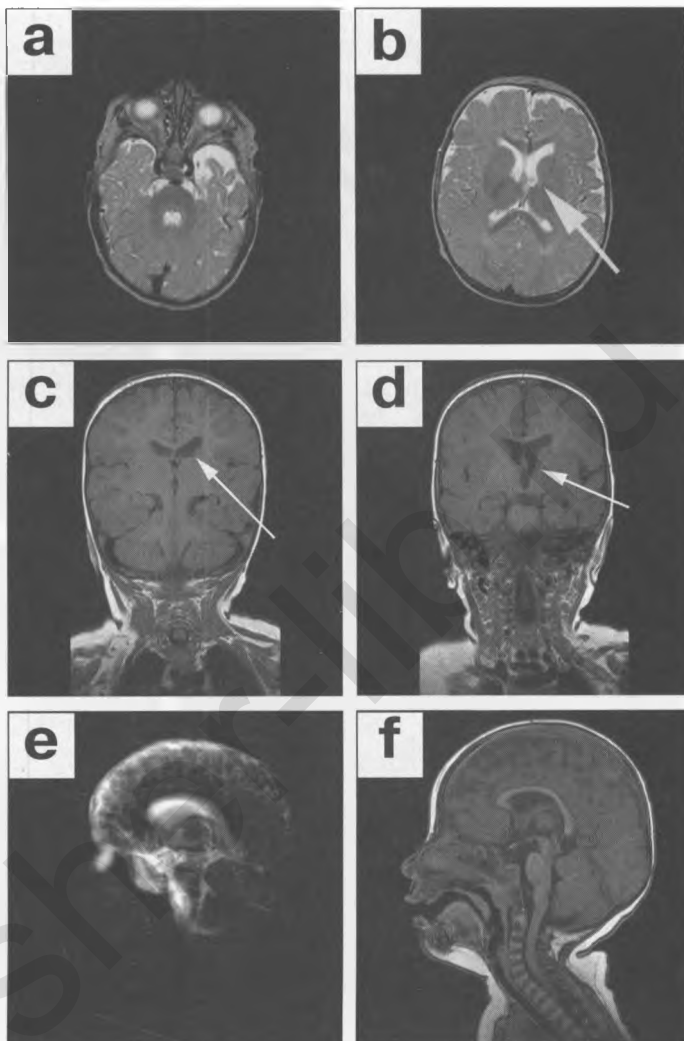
Пациентка К.Ш., 1 месяц (анамнез не отягощен), последствия субэпендимального кровоизлияния у левого бокового желудочка. На «обычных» TSE T₂-взвешенных изображениях (а) в зоне перехода переднего рога в тело левого бокового желудочка отмечается незначительная неоднородность МР-сигнала. FLAIR T₂-взвешенные изображения (b) позволяют дифференцировать отдельные мелкие кисты, лежащие компактно. Обратите внимание, что серое вещество головного мозга, как и у плода (см. рисунок 2.4-1), имеет менее интенсивный МР-сигнал на T₂-взвешенных изображениях по сравнению с белым веществом, что также говорит о более длительных временах релаксации белого вещества в этом возрасте.
